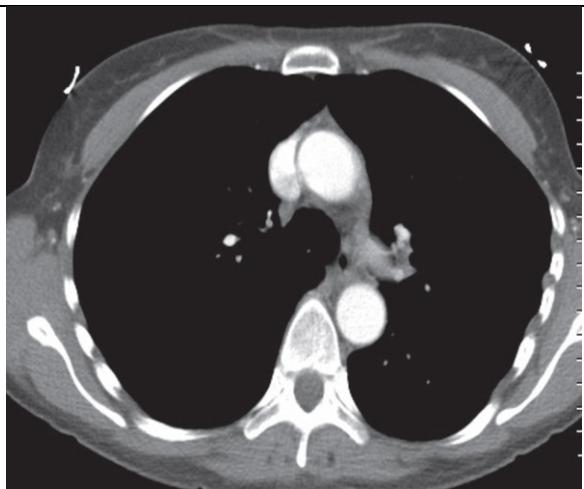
Coupe TDM axiale sur le thorax, en fenêtrage médiastinale
